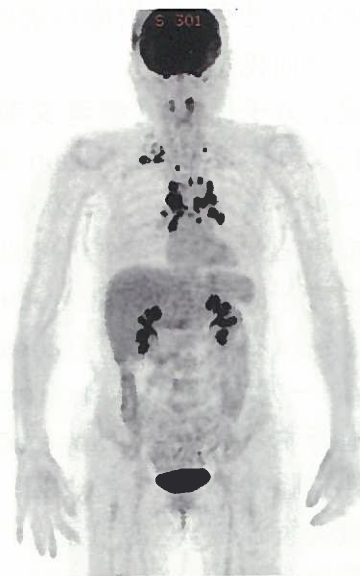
全身FDG-PET：多数のリンパ節への集積を認める
